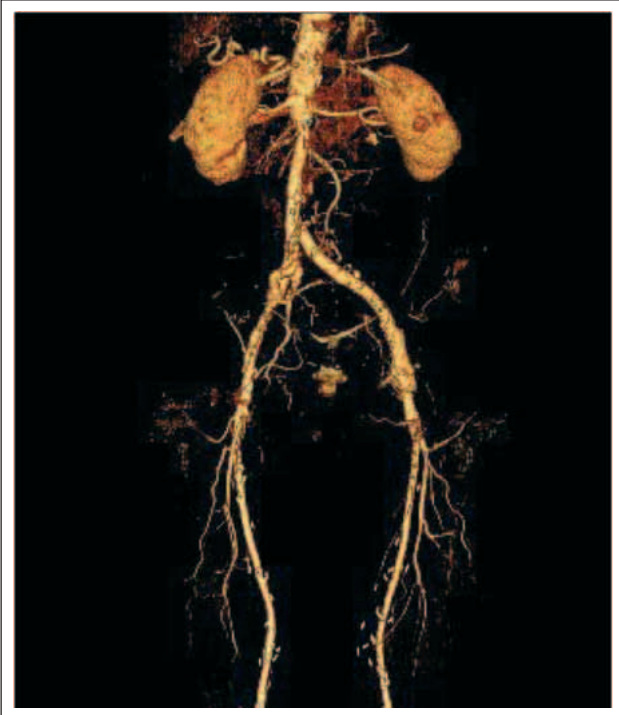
CT-Kontrolle 1 Jahr postoperativ.
